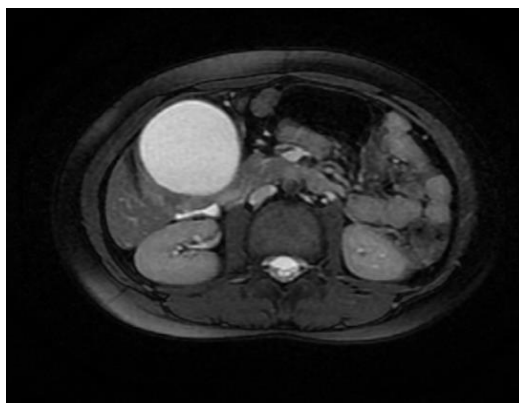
МСКТ картина кистозного удвоения ДПК. Больная С. 9 лет.
